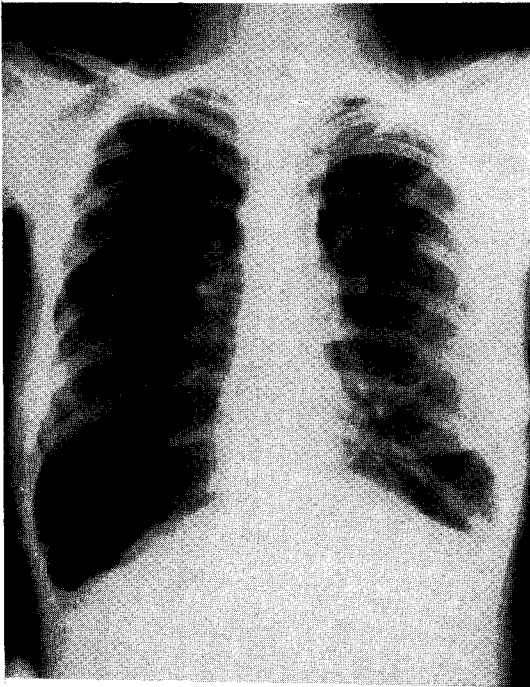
Chest X-ray shows bilateral interstitial infiltration and pneumothorax.
